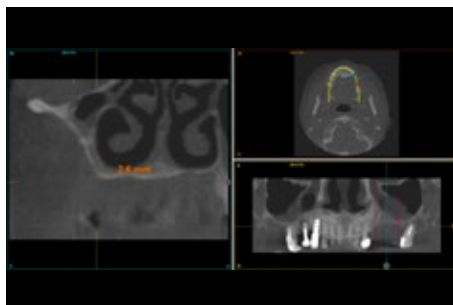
și 4 Secțiuni ale cone-beam-ului unde observăm posibilitatea de a plasa un implant în poziția 24 și resorbția osoasă extremă a zonei distale, care are o înălțime mai mică de 3 mm. În această zonă este necesară o reconstrucție a crestei osoase.
